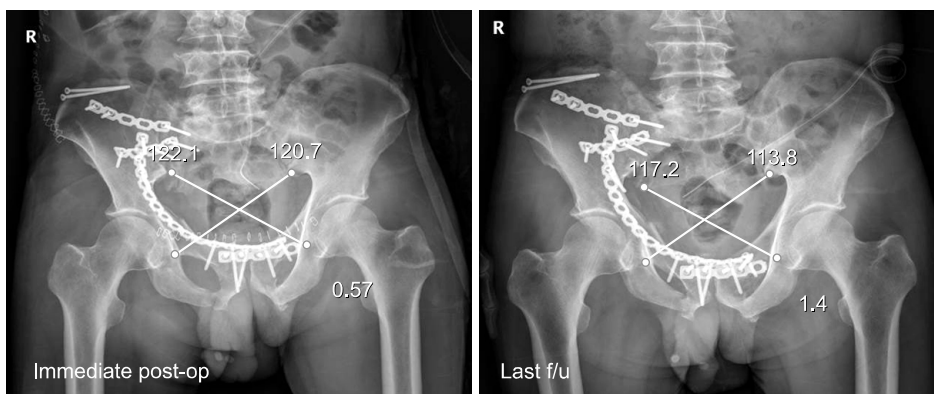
Deformity index was evaluated with a comparison of immediate postoperative (post-op) and last follow-up (f/u) plain X-rays. Radiograph showing measurements of deformity index $(X - Y/X + Y)$, which takes obliquity of the exposure into account, was the calculated $(X - Y/X + Y)$.
